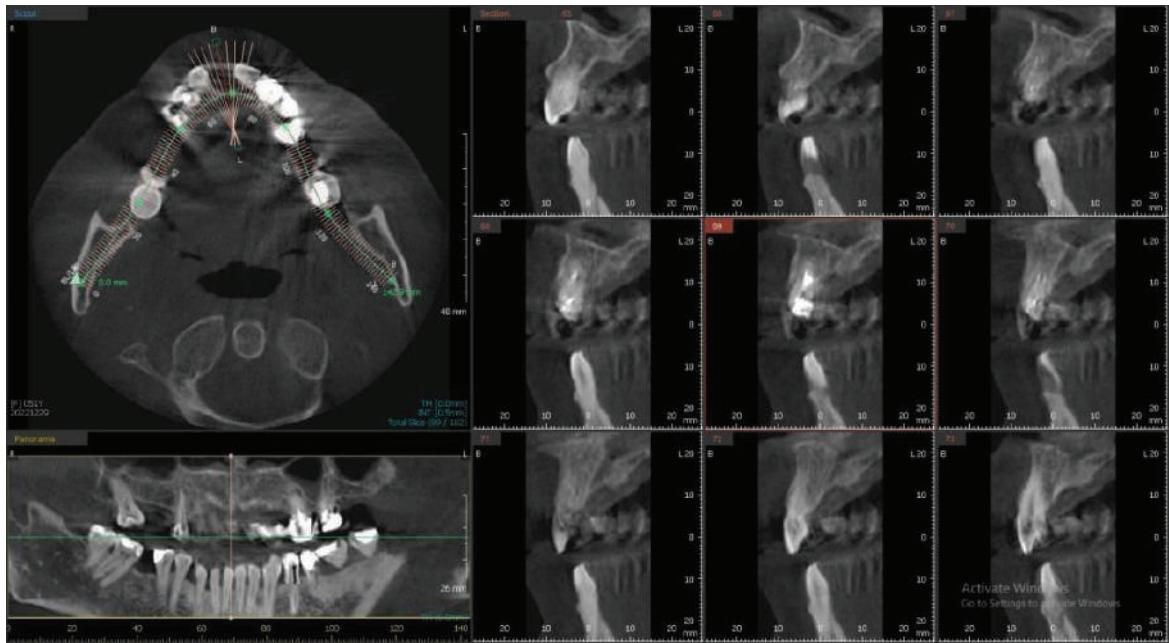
Secțiuni pe CBCT cu dintele 11 și indicația către extracție.
